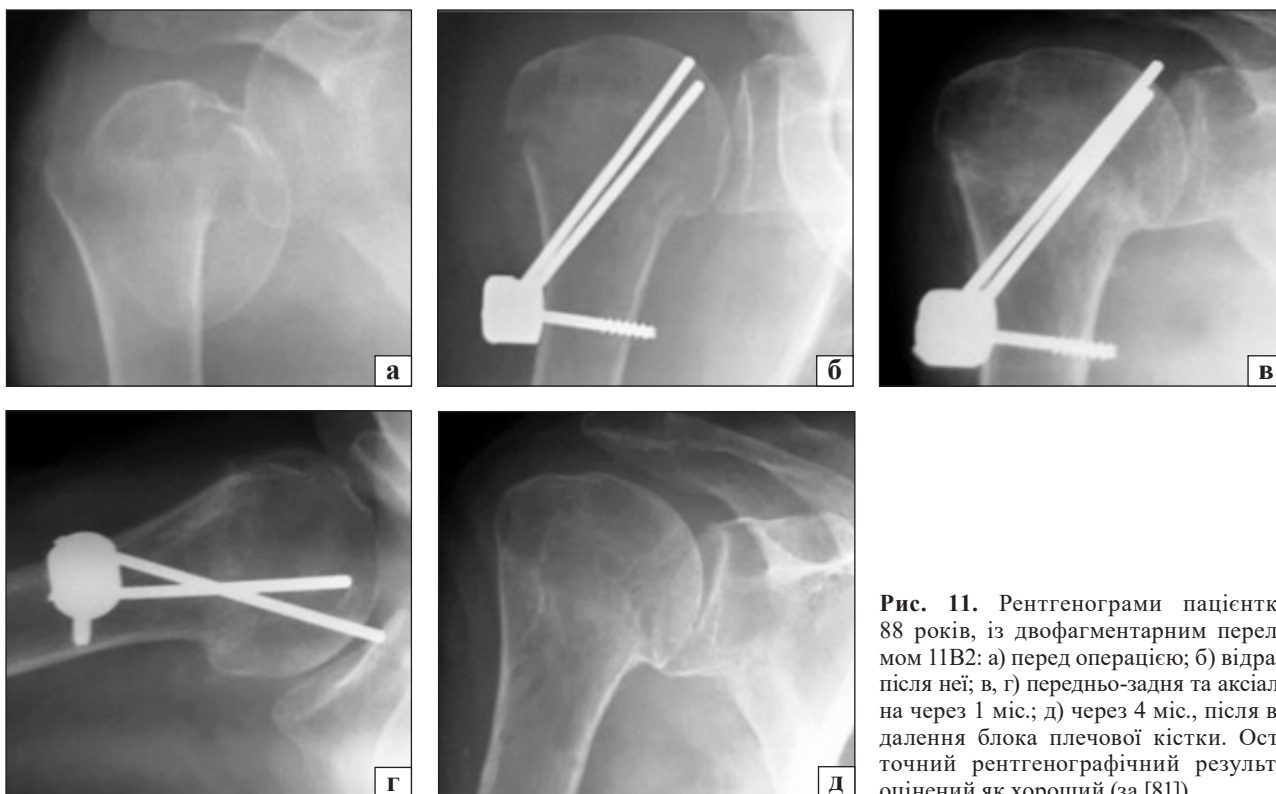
Рентгенограми пацієнтки, 88 років, із двофрагментарним переломом 11В2: а) перед операцією; б) відразу після неї; в, г) передньо-задня та аксіальна через 1 міс.; д) через 4 міс., після видалення блока плечової кістки. Остаточний рентгенографічний результат оцінений як хороший (за [81])
